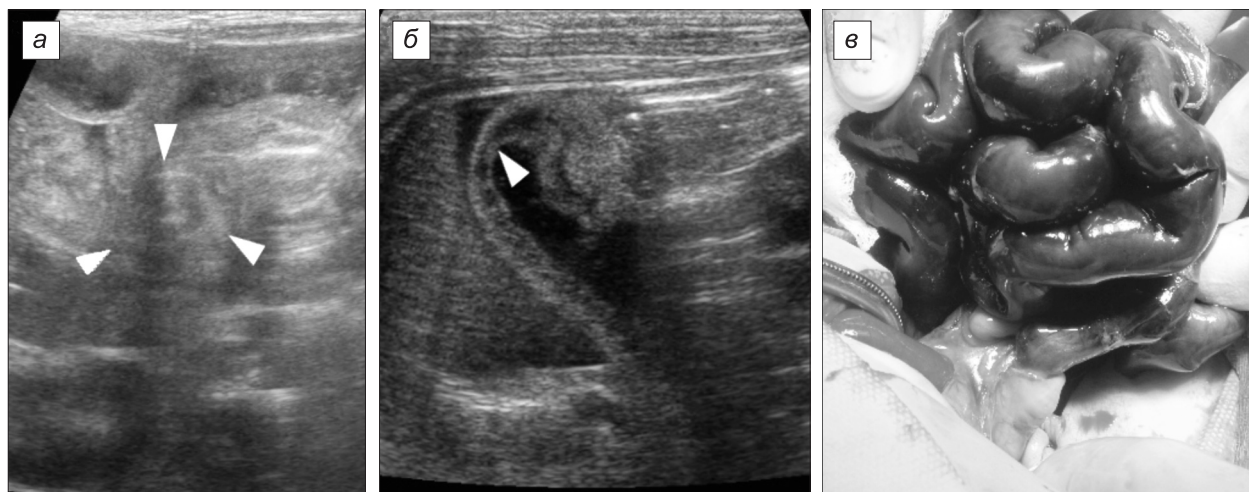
УЗИ при тотальном некрозе тонкой кишки при синдроме Ледда.
